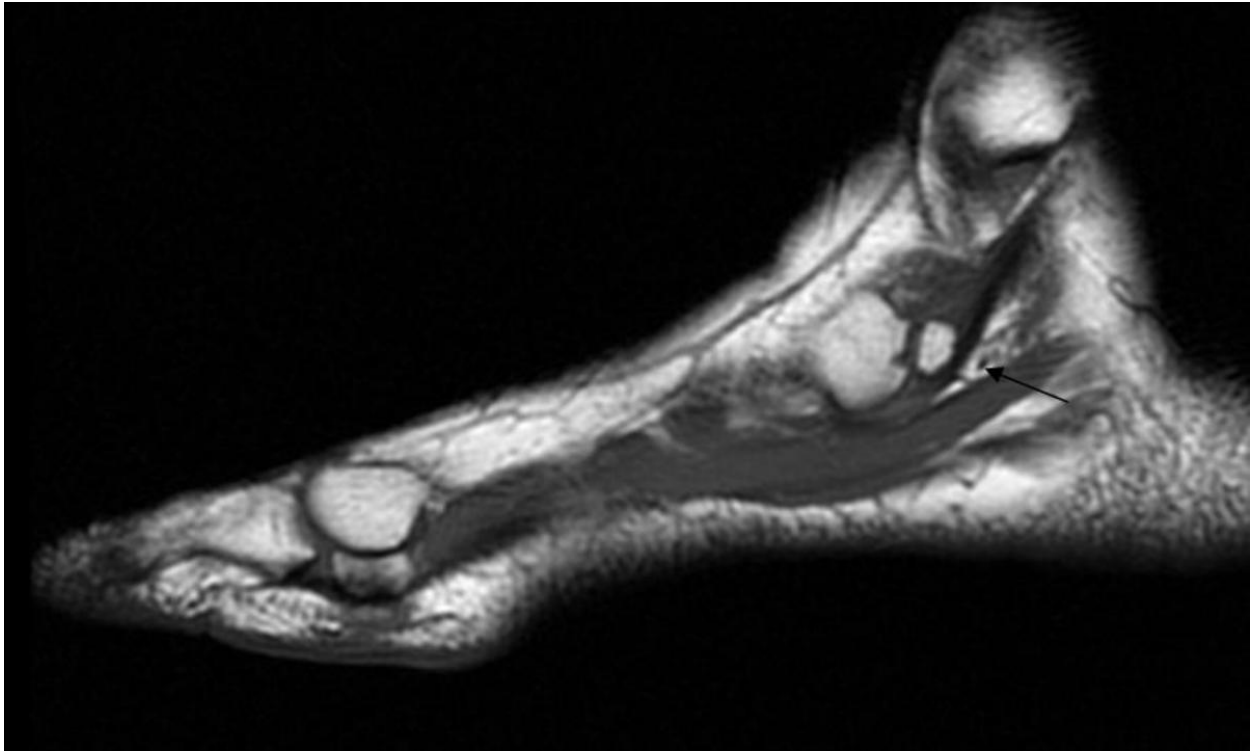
Hueso escafoides accesorio tipo 2. RM pie. Corte sagital T1
